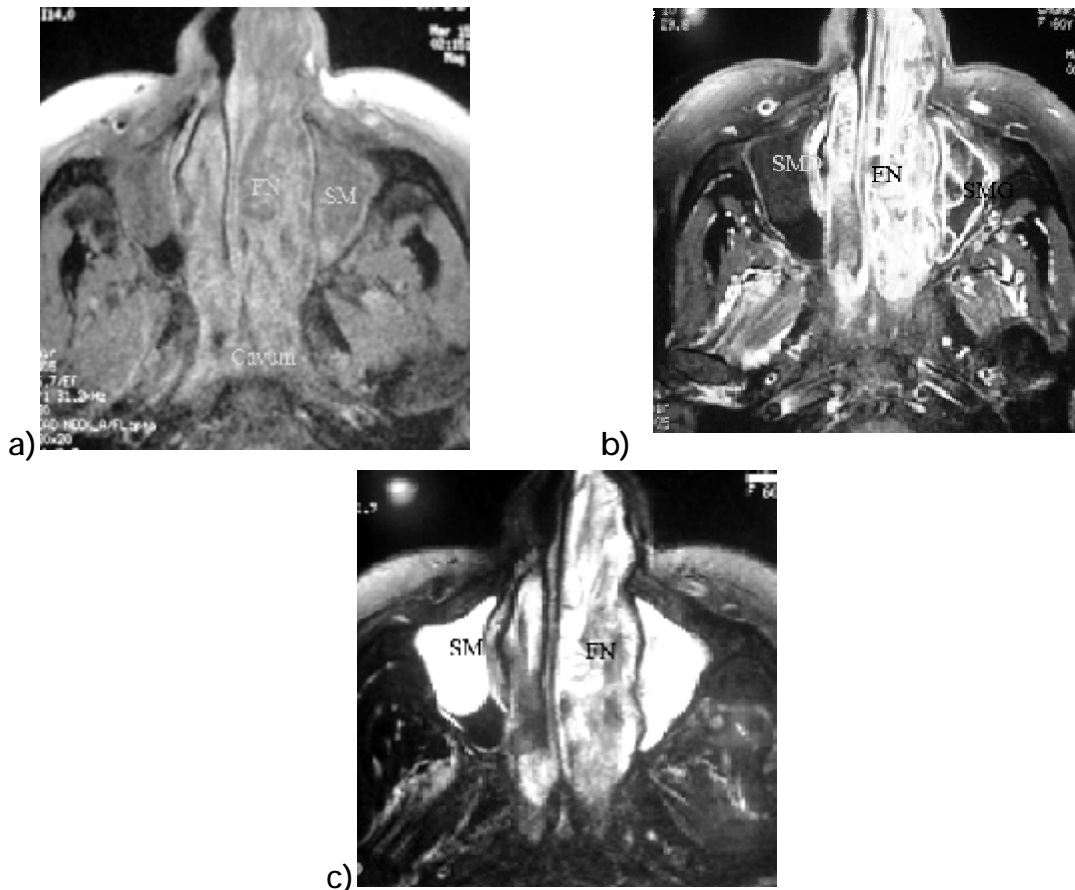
IRM des fosses nasosinusiennes en coupes axiales en T1 (a), T1 injecté (b) et T2 (c) faisant la part entre le comblement tissulaire (FN – cavum) et le comblement rétionnel (hypersignal) des sinus maxillaires (FM) avec rehaussement muqueux périphérique, le sinus maxillaire controlatéral est siège d'un polype inflammatoire hypo intense en T1 et hyper intense en T2 [Imagerie du CHU HassanII].
